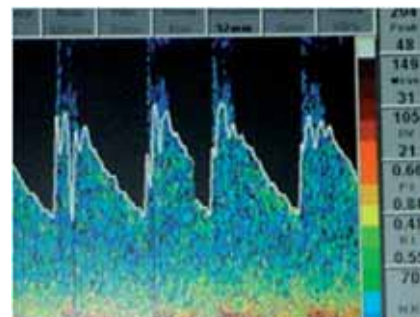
Ondas de flujo sanguíneo graficadas en el doppler transcraneal con una velocidad media de flujo de 149 ml/s (moderadamente incrementada)
